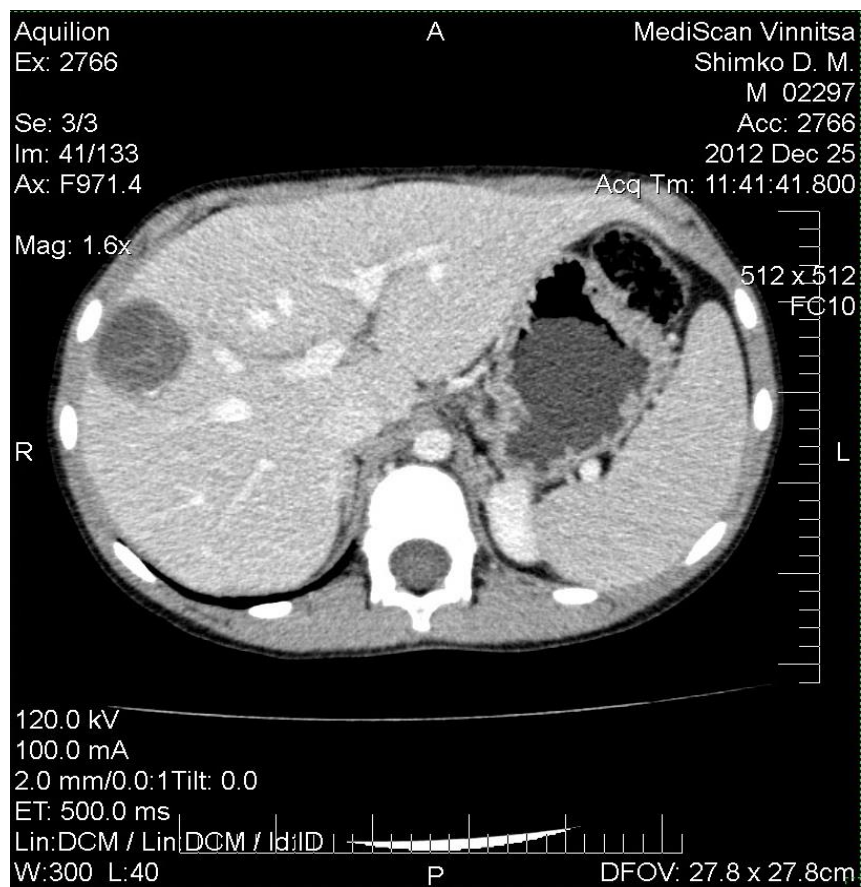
КТ– КТ–ознаки додаткового об'ємного утворення правої долі печінки (вірогідніше за все, ехінококова кіста). (пацієнт К., 59 р.).
